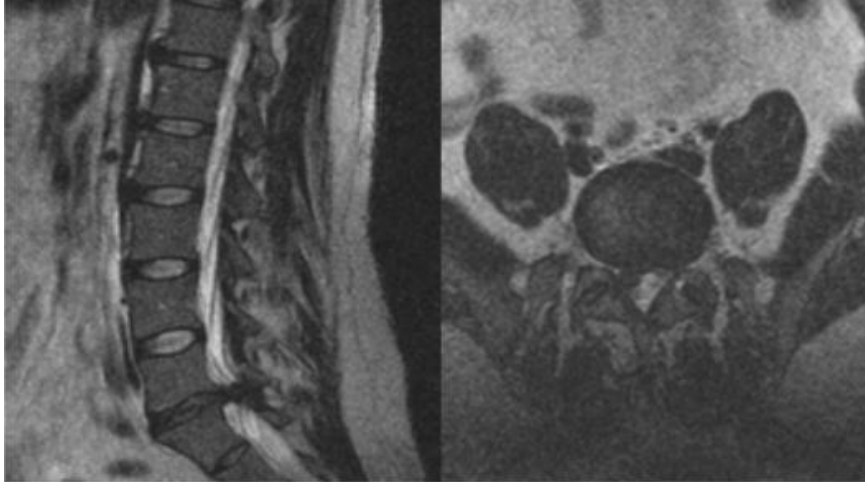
RMN de paciente con hernia discal extruida L5-S1 posterolateral derecha
